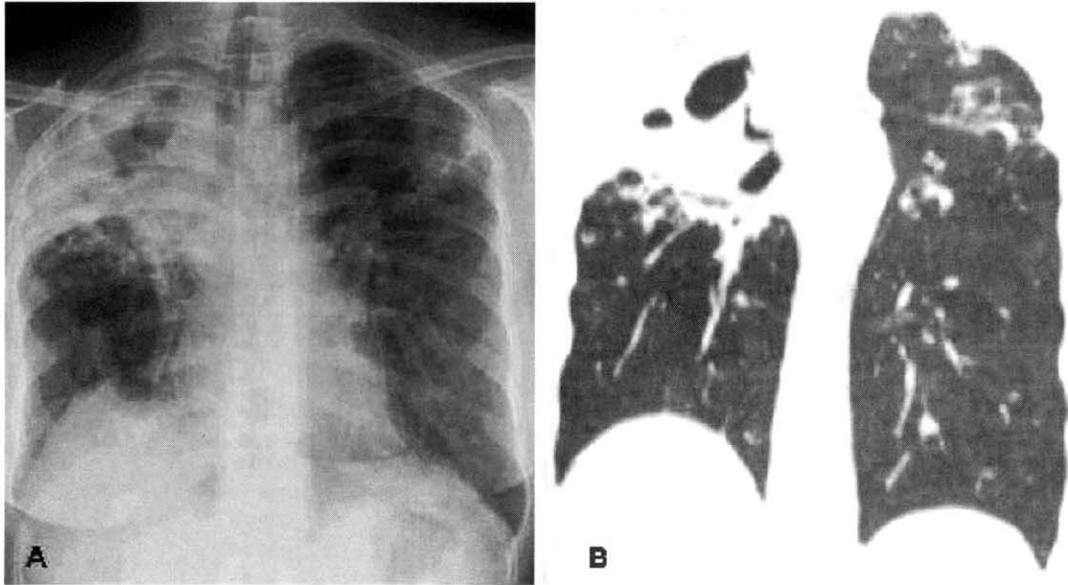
Mycobacterium abscessus* pulmonary disease in 37-year-old woman. A. Chest radiography shows a large cavity in the right upper lung zone, surrounded by an airspace consolidation and apical pleural thickening. Also note the reticulonodular opacities in the left upper lung zone and volume loss in both upper lung zones. B. Reformatted coronal CT shows essentially the same findings as shown in A, with a large consolidation surrounding a large cavity in the right upper lobe and a group of small nodular opacities in the left upper lobe.
